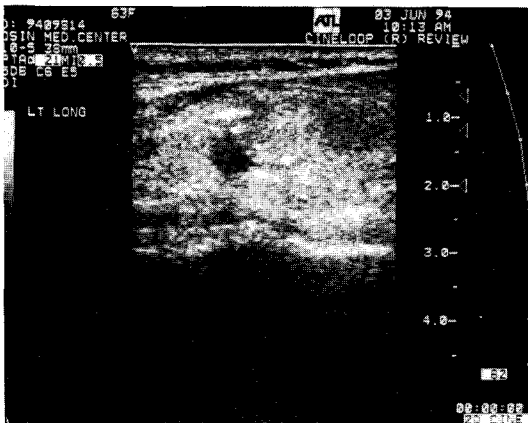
Ultrasonography showing large thyroid mass located in the isthmus portion.
